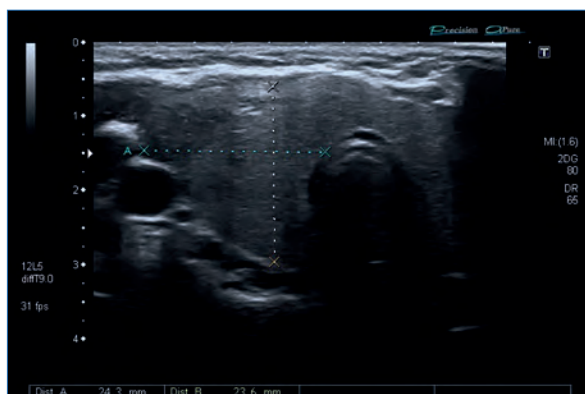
Ecografía tiroidea.
